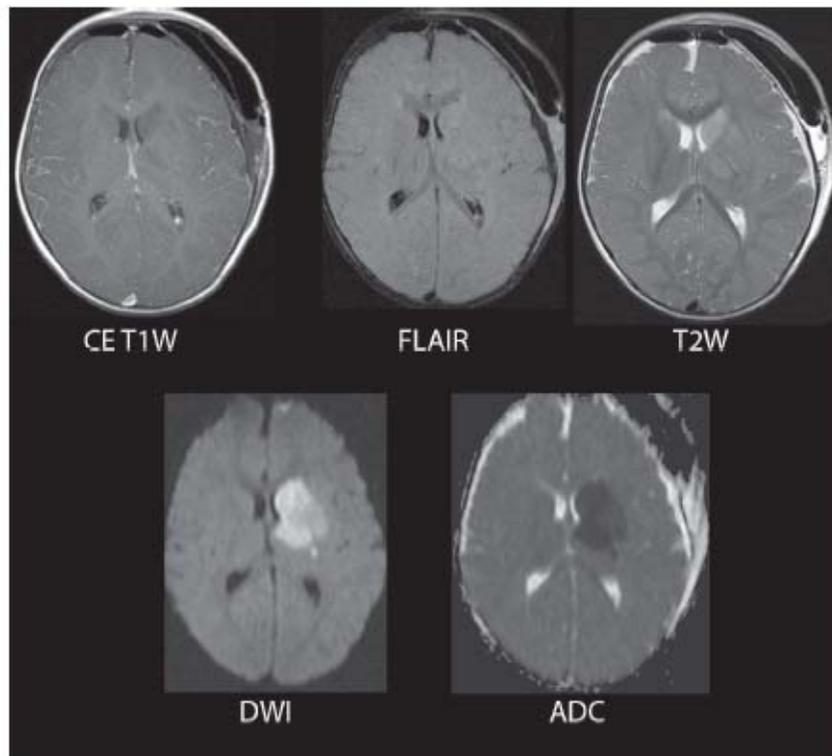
Infarto agudo. Estas imágenes de resonancia magnética, pertenecientes a un paciente tras ser intervenido (obsérvese la presencia de aire y líquido subaponeuróticos sobre la región frontoparietal izquierda), ponen de manifiesto los cambios típicos en un infarto agudo. Las imágenes ponderadas en T1, FLAIR y T2 demuestran un ligero efecto de masa, con disminución de la señal en la imagen ponderada en T1 y aumento de la señal en la imagen ponderada en T2. La imagen ponderada de difusión (DWI) y el coeficiente de difusión aparente (ADC) son más sensibles a la isquemia aguda.
